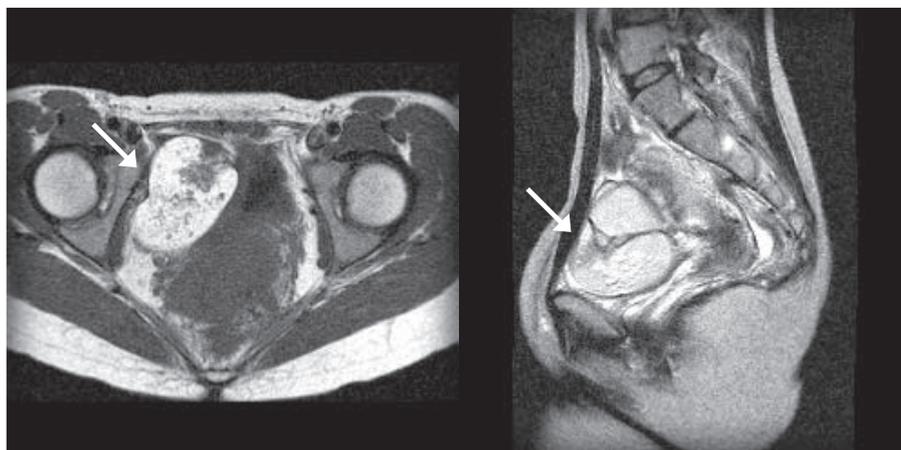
(症例1) 骨盤MRI (T1 | T2 強調画像)
